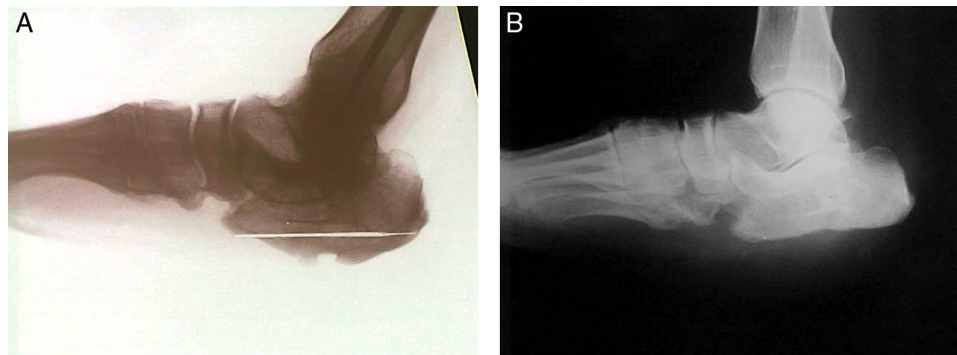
Radiografias em perfil do calcâneo. A, pré-operatório sem evidência de osteomielite e com áreas de hiperpressão; B, pós-operatório que evidencia a ressecção da tuberosidade posteroinferior do calcâneo que corrige deformidades.
